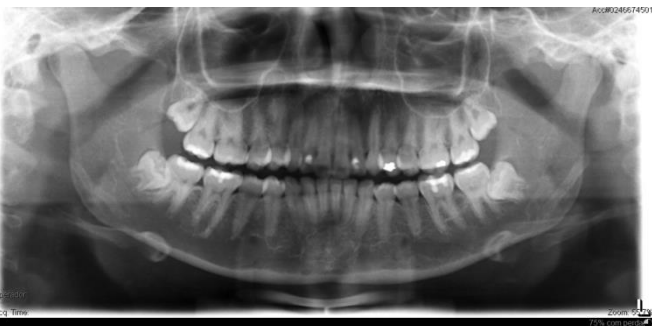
Radiografia panorâmica realizada durante internação. Exame não mostra sinais de infecção oral.
